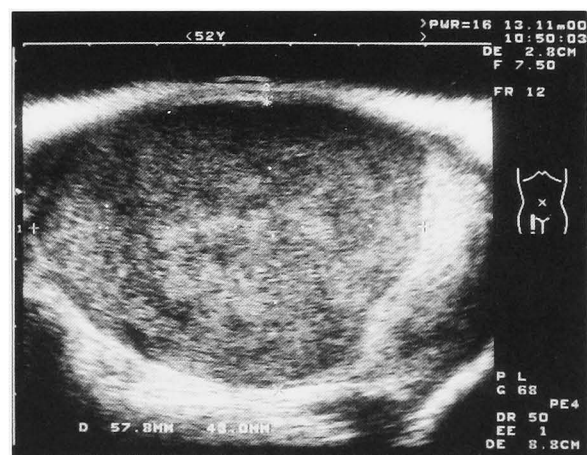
Ultrasonography revealed a well-defined hypoechoic area in the right testicle.
